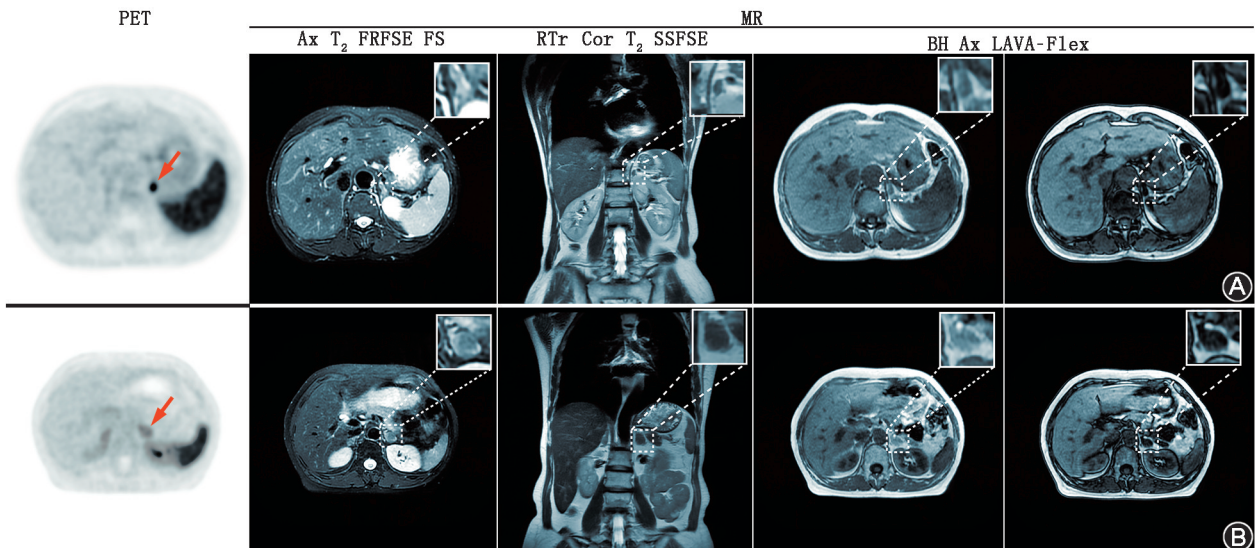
疑诊原发性醛固酮增多症(PA)患者⁶⁸Ga-Pentixafor PET/MR 显像图 A. PA 功能性腺瘤患者,性别女,年龄 52 岁,血浆醛固酮($ng \cdot dl^{-1}$)/肾素活性($ng \cdot ml^{-1} \cdot h^{-1}$)比值(ARR)为 24.51;B. 无功能性肾上腺瘤(NFA)患者,性别女,年龄 58 岁,ARR 为 14.56。对比非功能性结节,功能性结节 PET 显示出相较于对侧更明显的摄取,病灶 SUV_{max} 分别为 4.94 和 7.95(箭头示病变)。MR 图像中,2 类结节影像表现差别不大,均表现出 T_2 等信号,反相位低信号(即“失信号”)现象,表明 MR 在功能性结节成像中多体现定位功能。Ax T_2 FRFSE FS 为横断位快速恢复快速自旋回波脂肪抑制 T_2 加权成像,RTr Cor T_2 SSFSE 为呼吸触发冠状位单次激发快速自旋回波 T_2 加权成像,BH Ax LAVA-Flex 为屏气横断位肝脏容积加速采集
